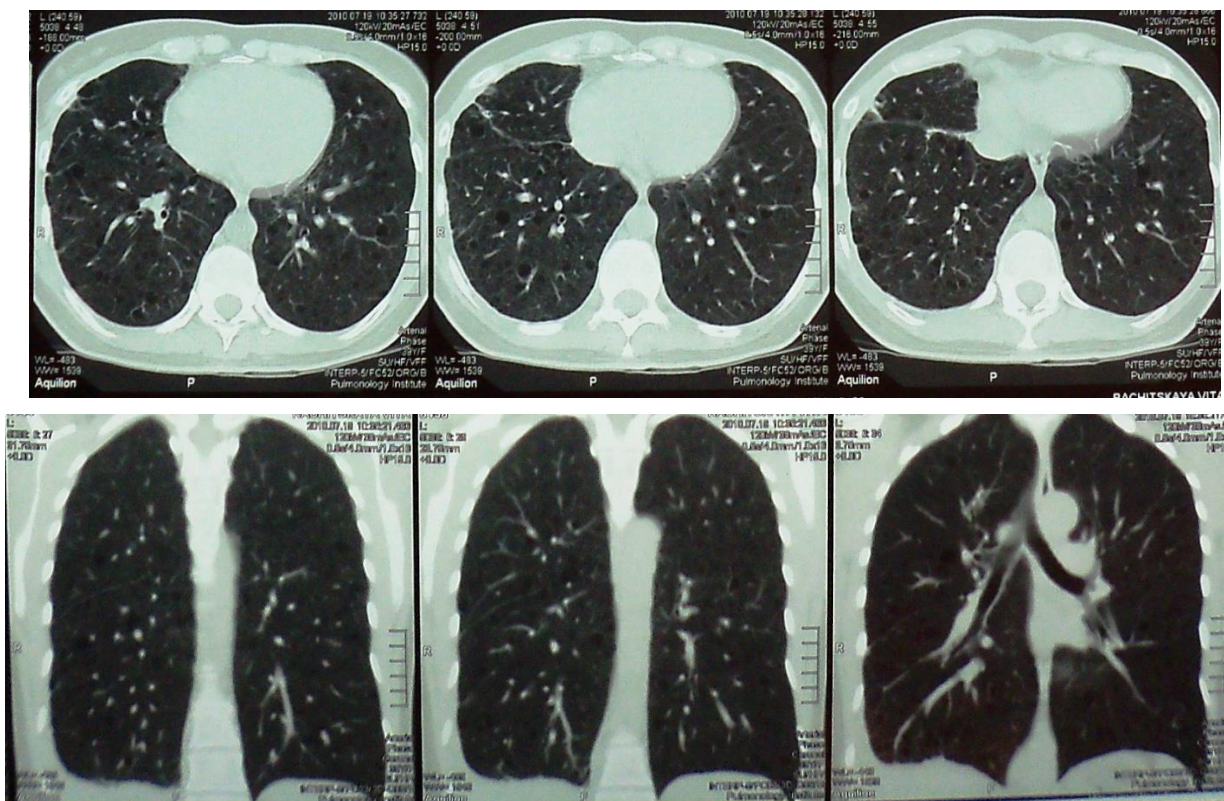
Комп'ютерна томографія органів грудної клітки хворої Р.: чарункові утворення в обох легенях
